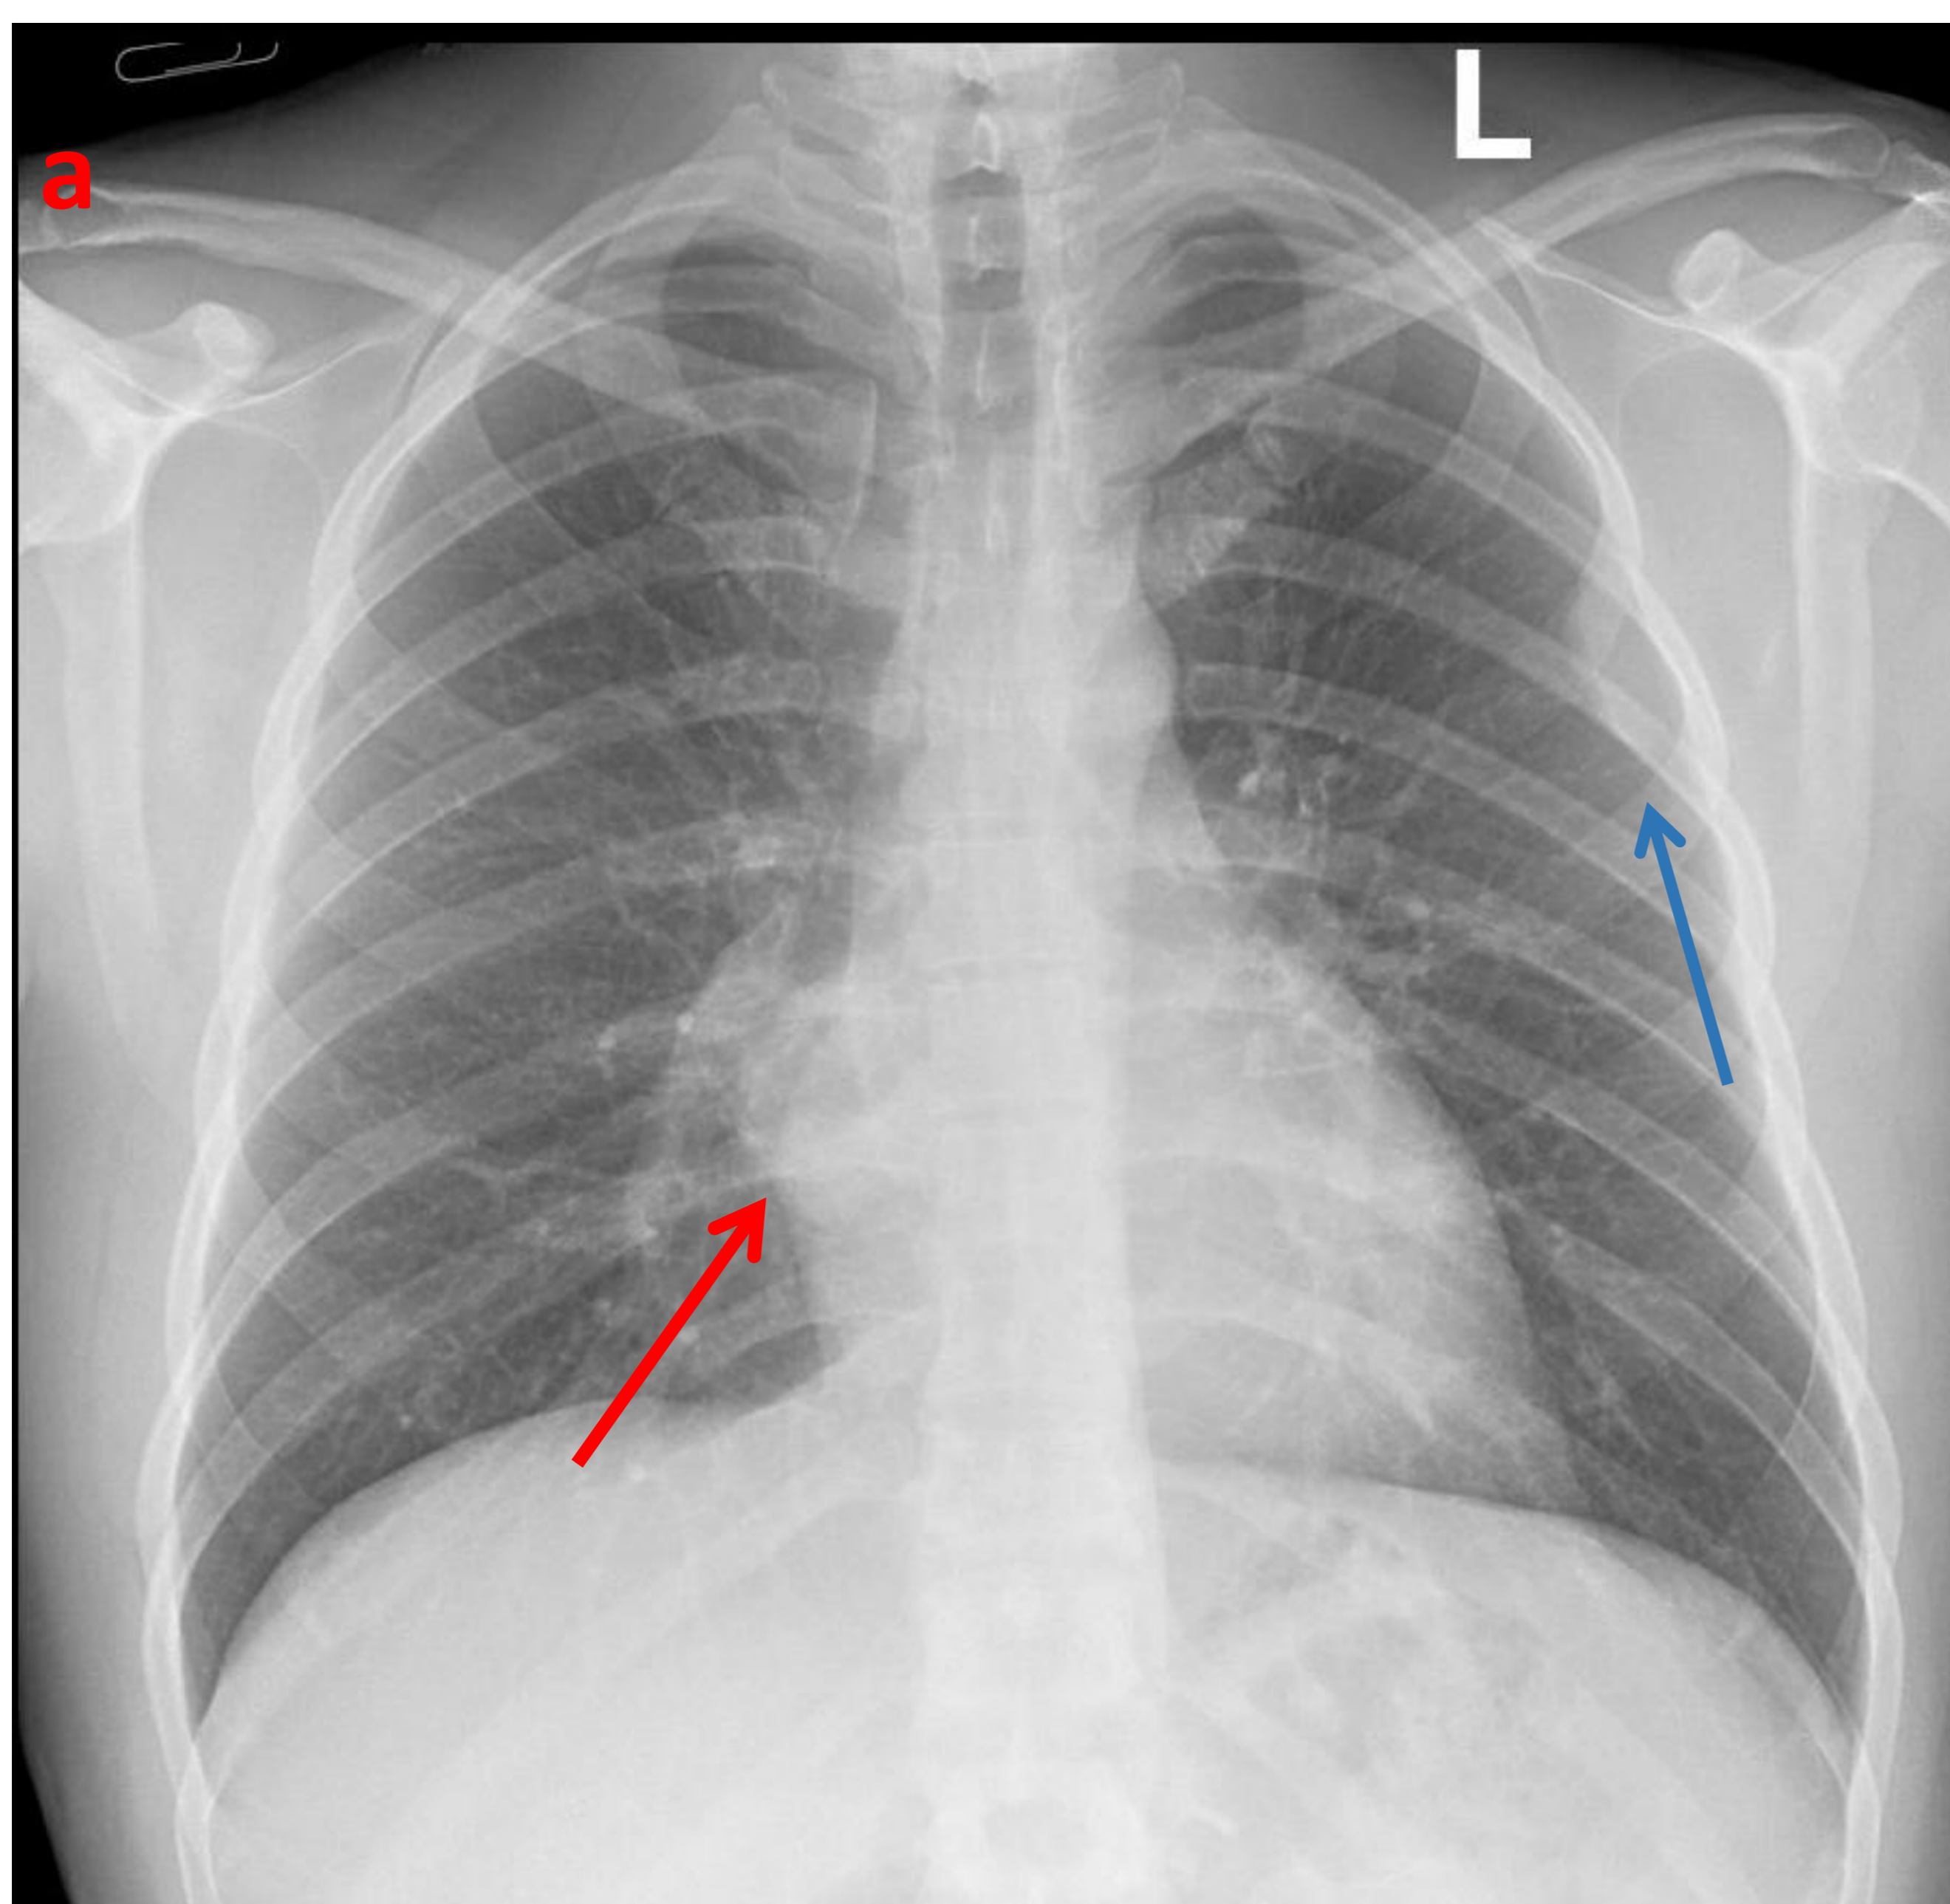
Varón de 36 años en el que solicita Rx de tórax por dolor costal. (a) En la Rx se observa una lesión redondeada que altera las líneas del mediastino en el lado derecho (flecha roja) [adicionalmente se observaba otra lesión de características similares en pared costal izda (flecha azul)]. (b) Se completa el estudio con TC torácico que muestra una lesión bien definida en región paraespinal derecha compatible con los schwannoma.
